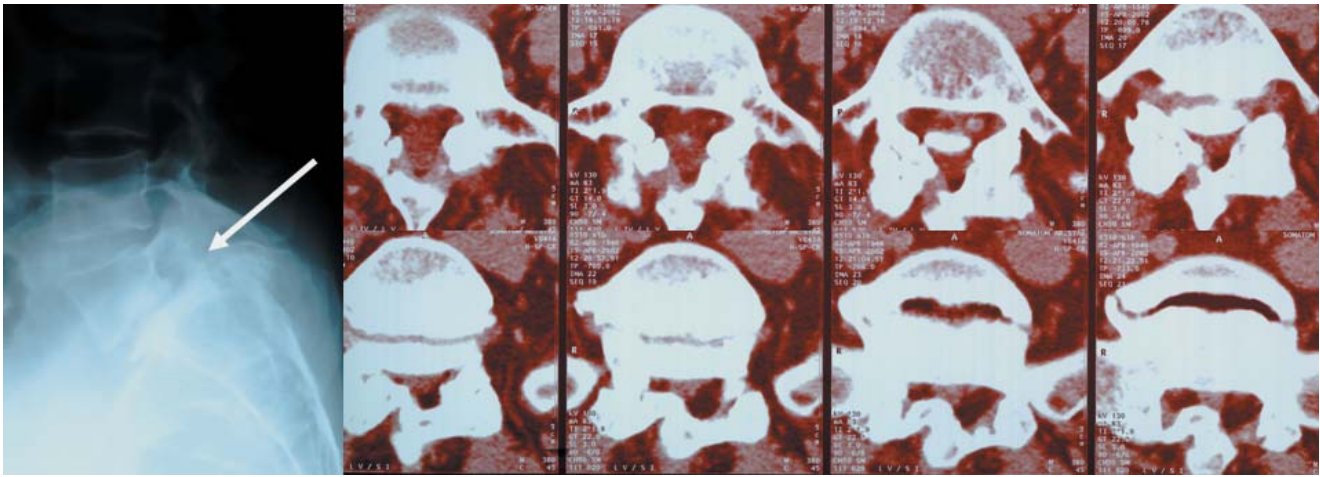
▲ Spondylolisthesis durch Entwicklungsstörung mit Lyse der Interartikularportion (Pfeil), trapezoidförmiger Verformung des insgesamt dysplastischen Wirbelkörpers L5 und geringem Gleitgrad (seitliches Röntgenbild); im CT (rechts) sind hochgradige Bogenanomalien zu erkennen
